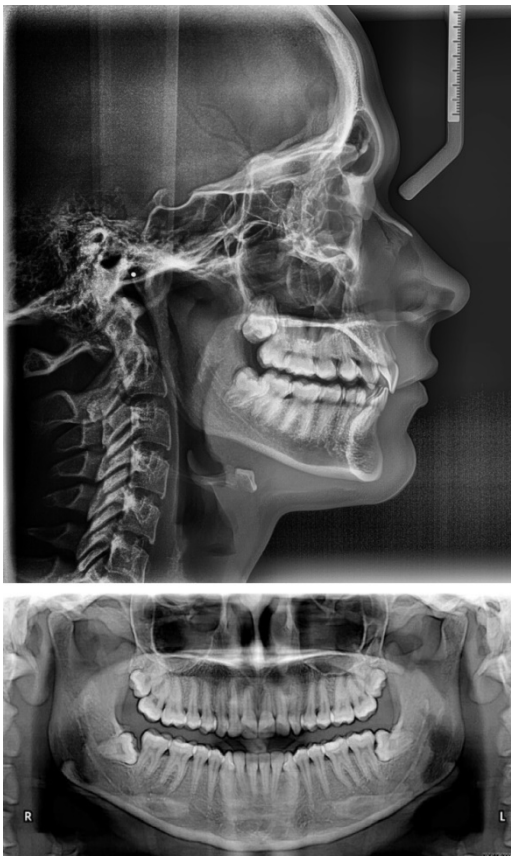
Radiografía lateral de cráneo (superior) y ortopantomografía (inferior) de un individuo varón de 17 años.
